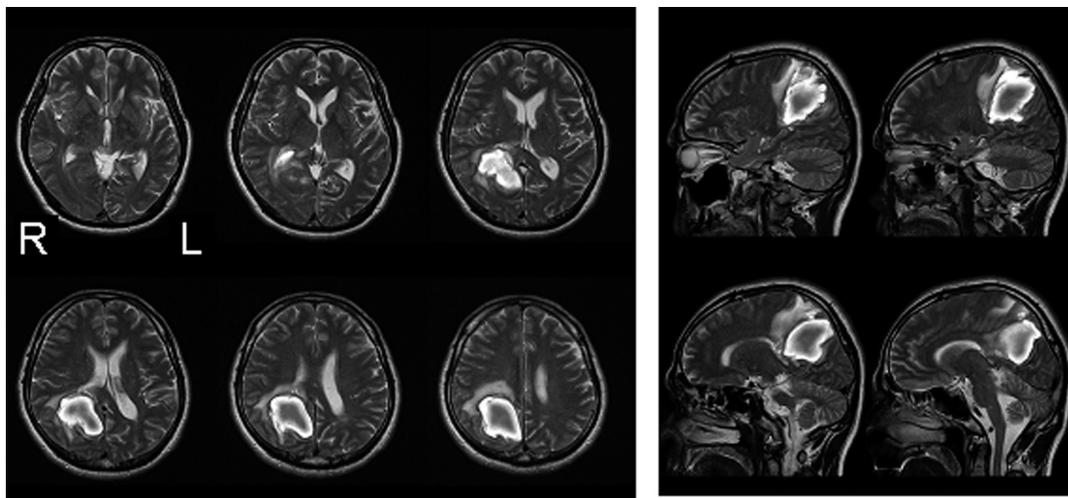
発症9日目のMRI T2強調画像 左は水平断像，右は矢状断像
